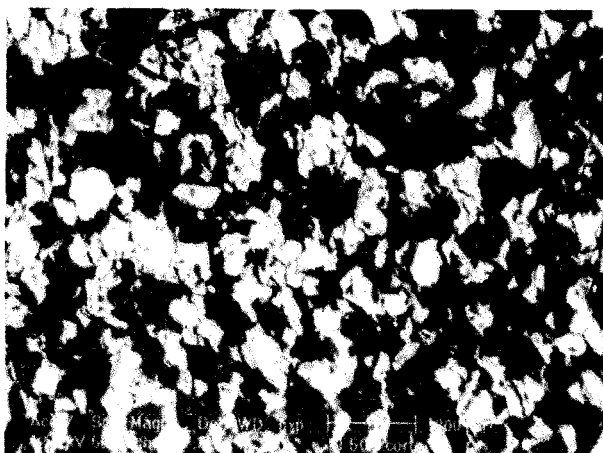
Microfotografía correspondiente a la superficie de una matriz con Eudragit® RS-PM y KCl de 100–150 μm , preparada sin ultrasonidos (lote 20, 50 % p/p KCl). Se ha utilizado el detector de electrones secundarios (SE).
